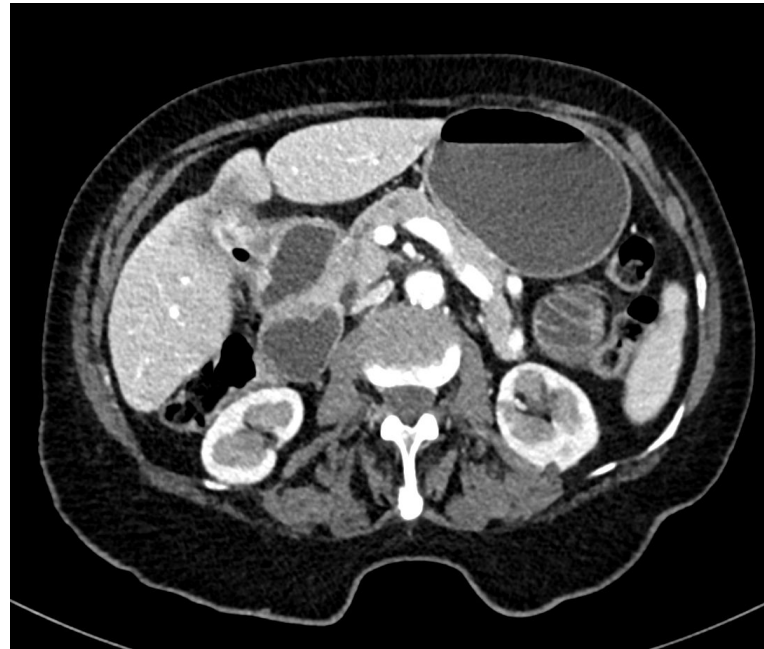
Corte axial de TC vesícula escleroatrófica con neumobilia y fístula bilioentérica. Hospital Universitario Arnau de Vilanova (HUAV).
